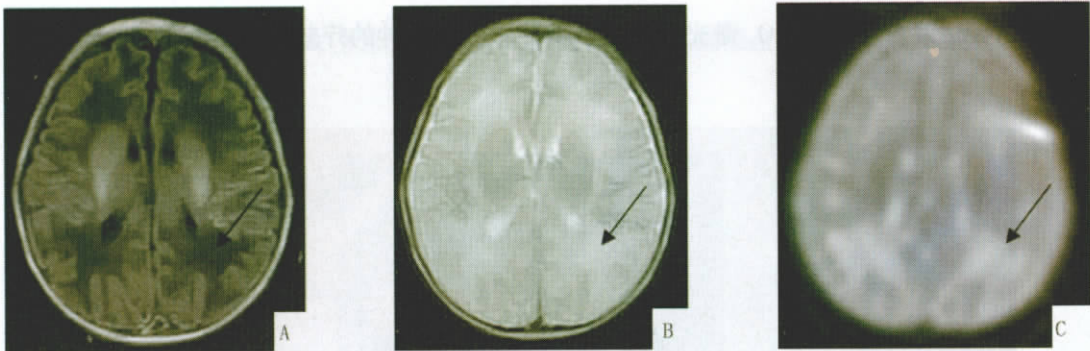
足月产儿中度 HIE 的 MRI 轴位图像
